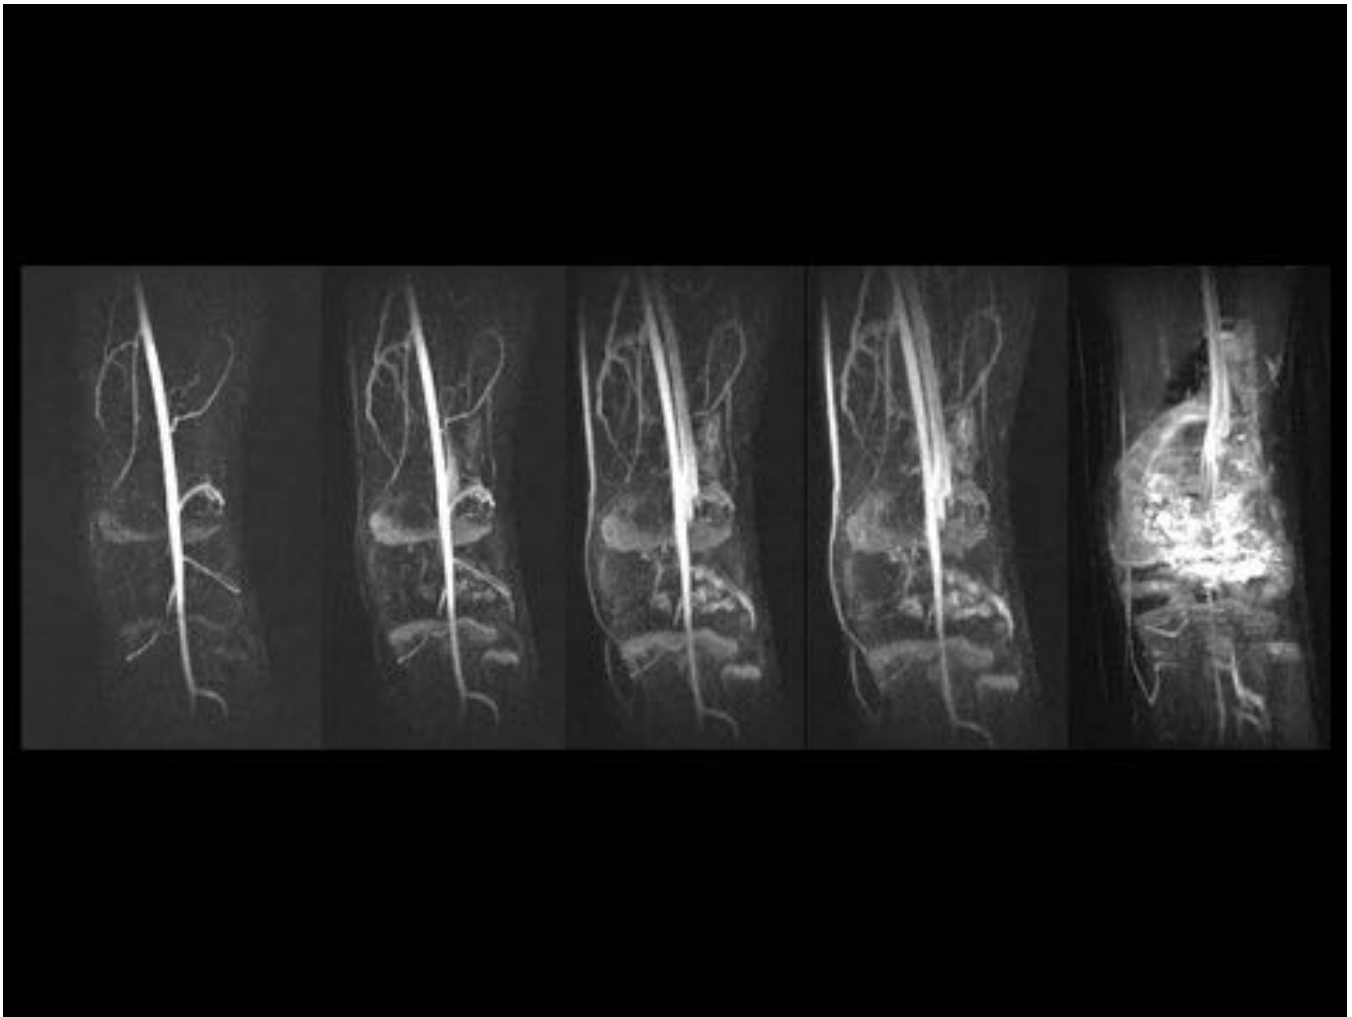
(Continuación) Angio RM de rodilla que demuestra lesión de características vasculares. Hemangioma sinovial
